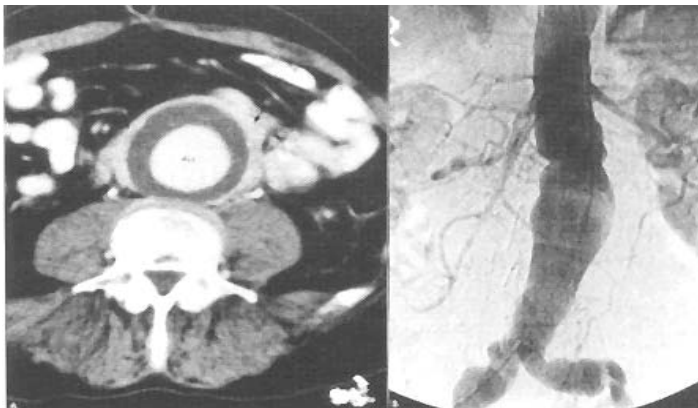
Anevrism aortă abdominală-stânga CT, dreapta angiografie
